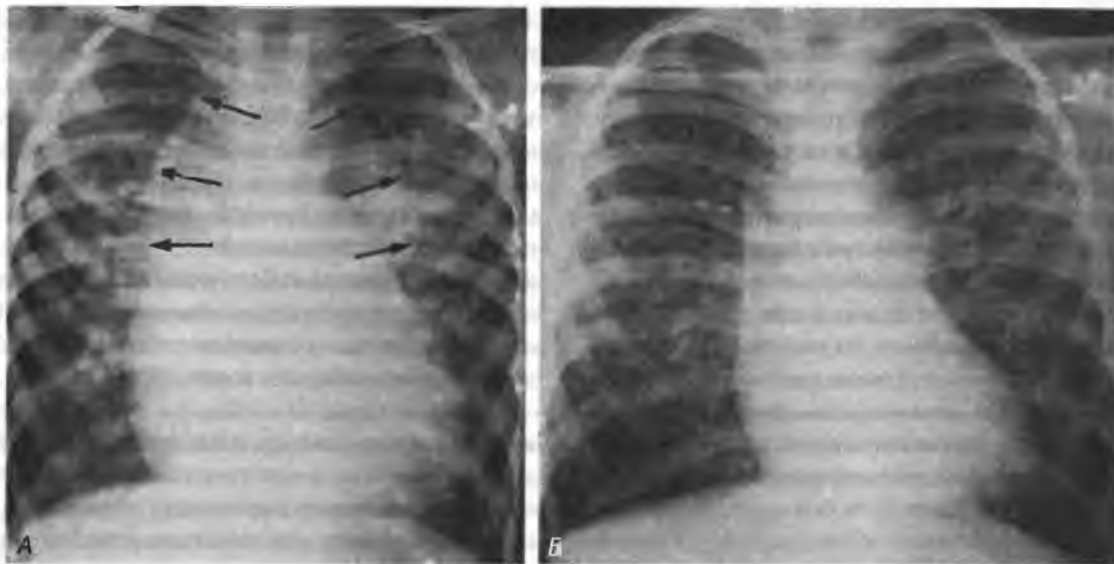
Рентгенограммы грудной клетки пациента с полным anomальным впадением легочных вен в левую верхнюю полую вену:
